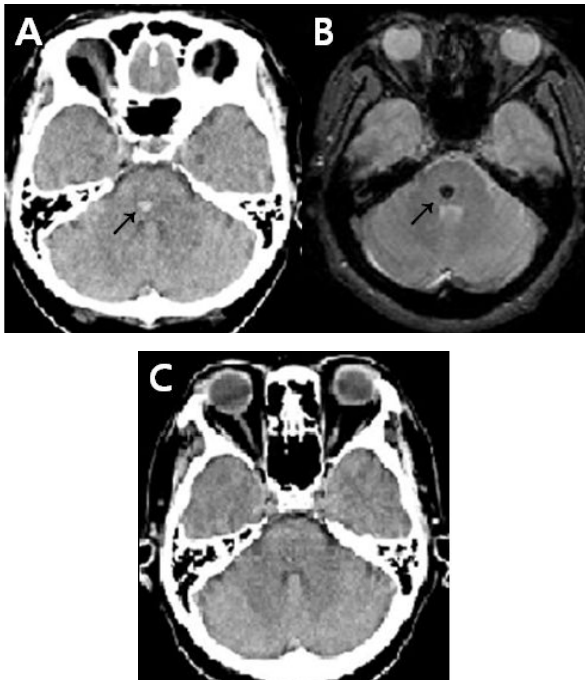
Brain CT and MRI of the patient. Brain CT shows high density lesion in the right dorsomedial tegmental area (A). Gradient-echo image reveals low signal intensity lesion in the same area (B). Follow-up CT demonstrates marked resolution of hematoma (C).
